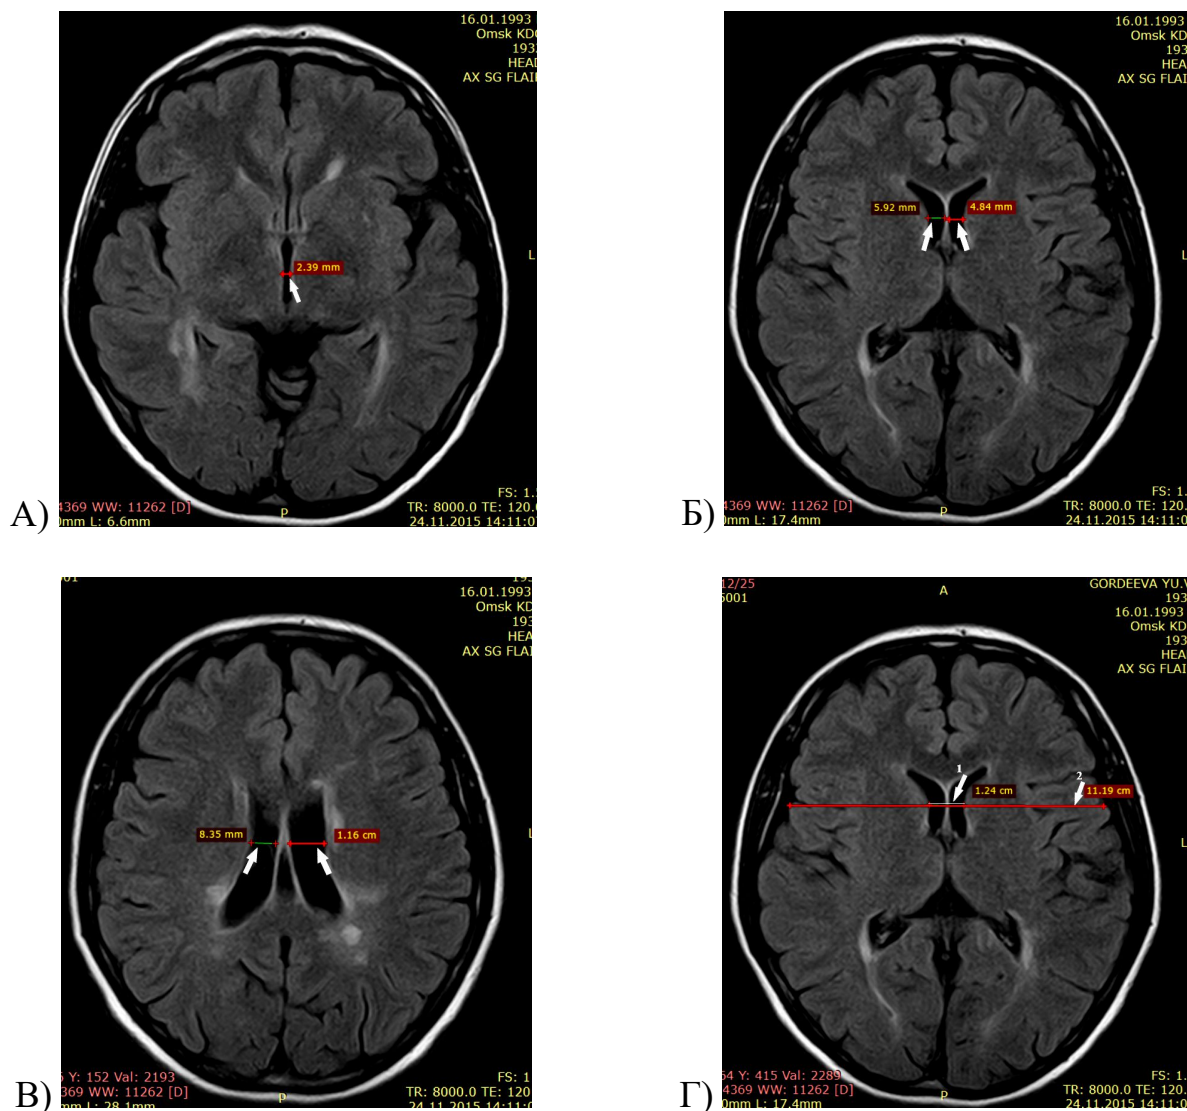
Аксиальные МР-изображения головного мозга пациентки Г. в режиме FLAIR: А – ширина третьего желудочка; Б – ширина передних рогов боковых желудочков, В – ширина тел боковых желудочков, Г – вычисление межъядерного показателя (стрелка 1 – межъядерная дистанция, стрелка 2 – расстояние между наиболее удаленными границами мозга по той же линии)
